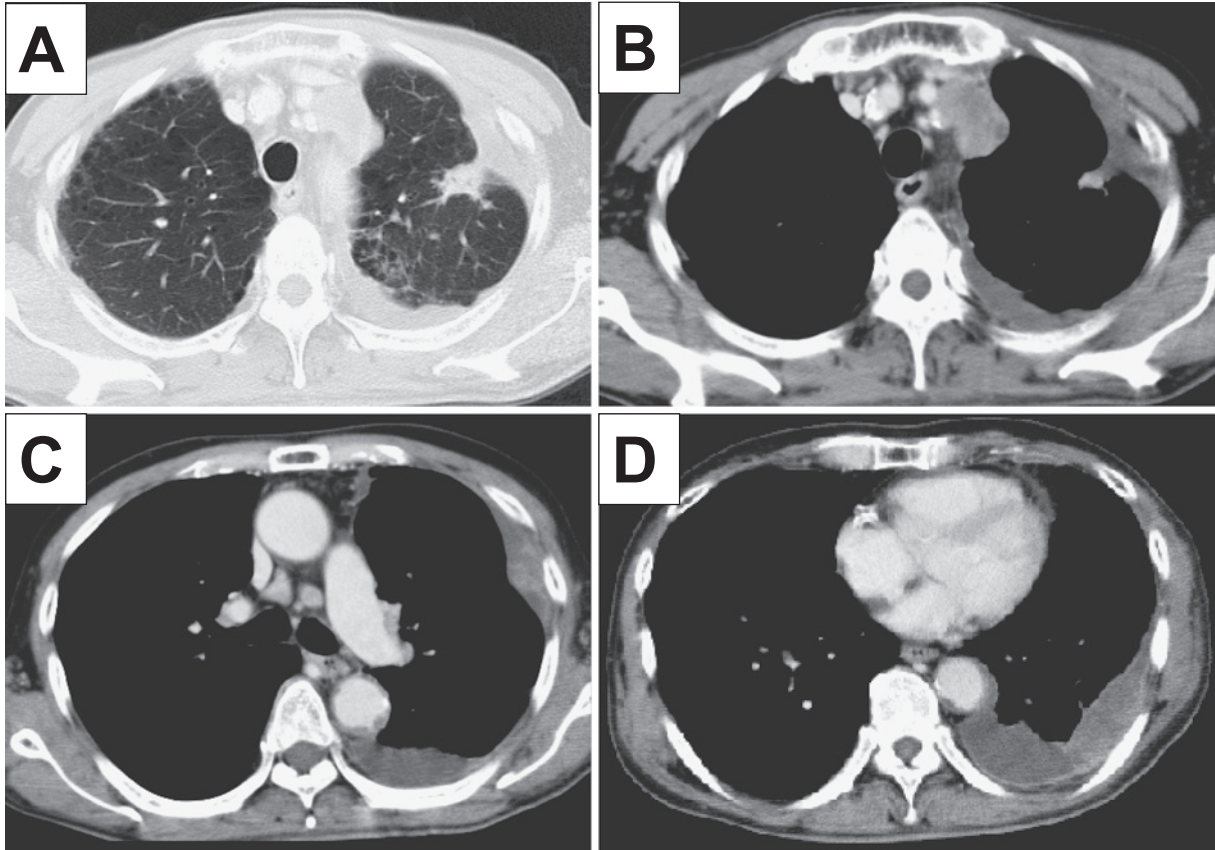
Chest CT scan on admission showed a primary tumor 2 cm in diameter in the left S1+2 (A), with mediastinal lymphadenopathy (C) and multiple pleural tumors (B-D).
